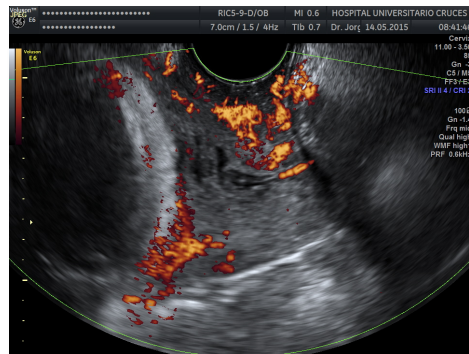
Imagen del cervix con Power Doppler, diástole, PRF 0.6
